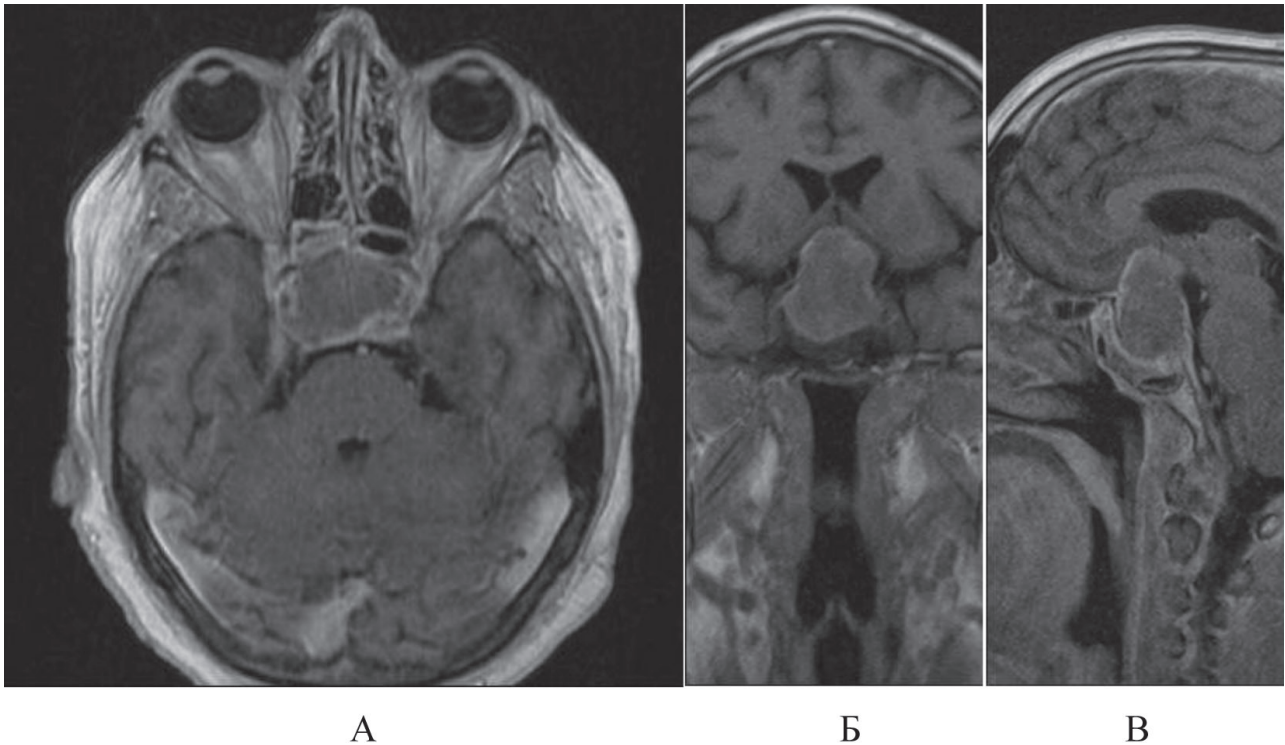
Пацієнт Б., 64 роки, Гостра гіпофізарна апоплексія в ендосупрапараселлярній аденомі гіпофіза: ознаки масивного некрозу та геморагічного просочування тканини пухлини. МРТ головного мозку (Т1 зважені зображення): А – аксіальна проекція; Б – фронтальна проекція; В – сагітальна проекція.
